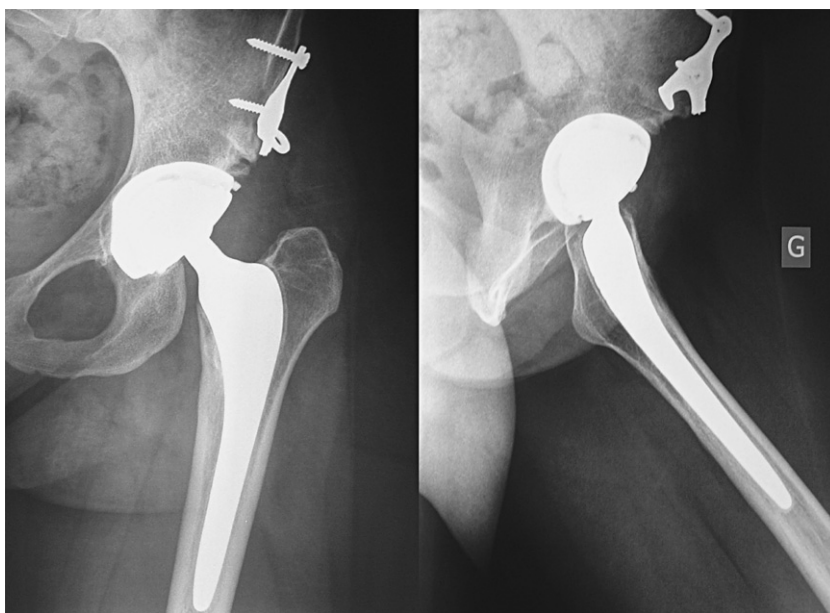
Radiographies ne montrant pas d'anomalie des interfaces ni d'ostéolyse autour de l'arthroplastie non scellée à couple de frottement Plasmaceram™.
